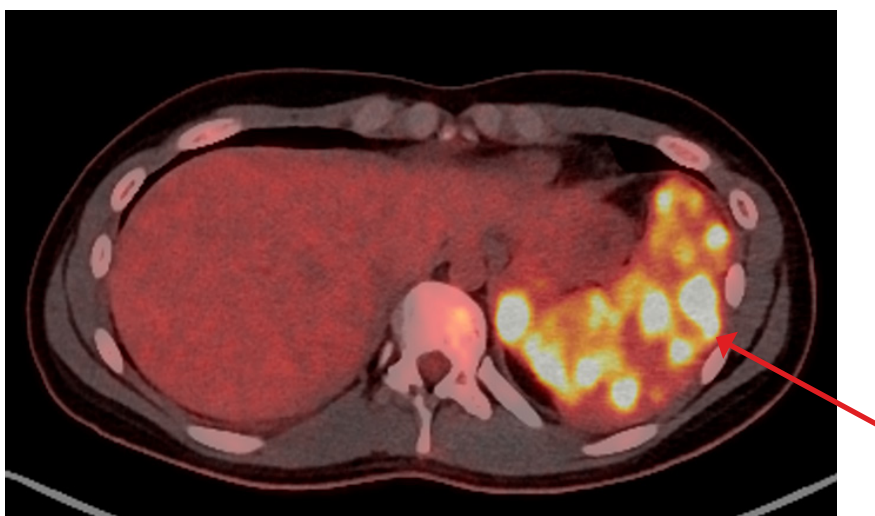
Positron emission tomography (PET). Normal spleen size with focal uptakes of elevated glucose metabolism (arrow).
